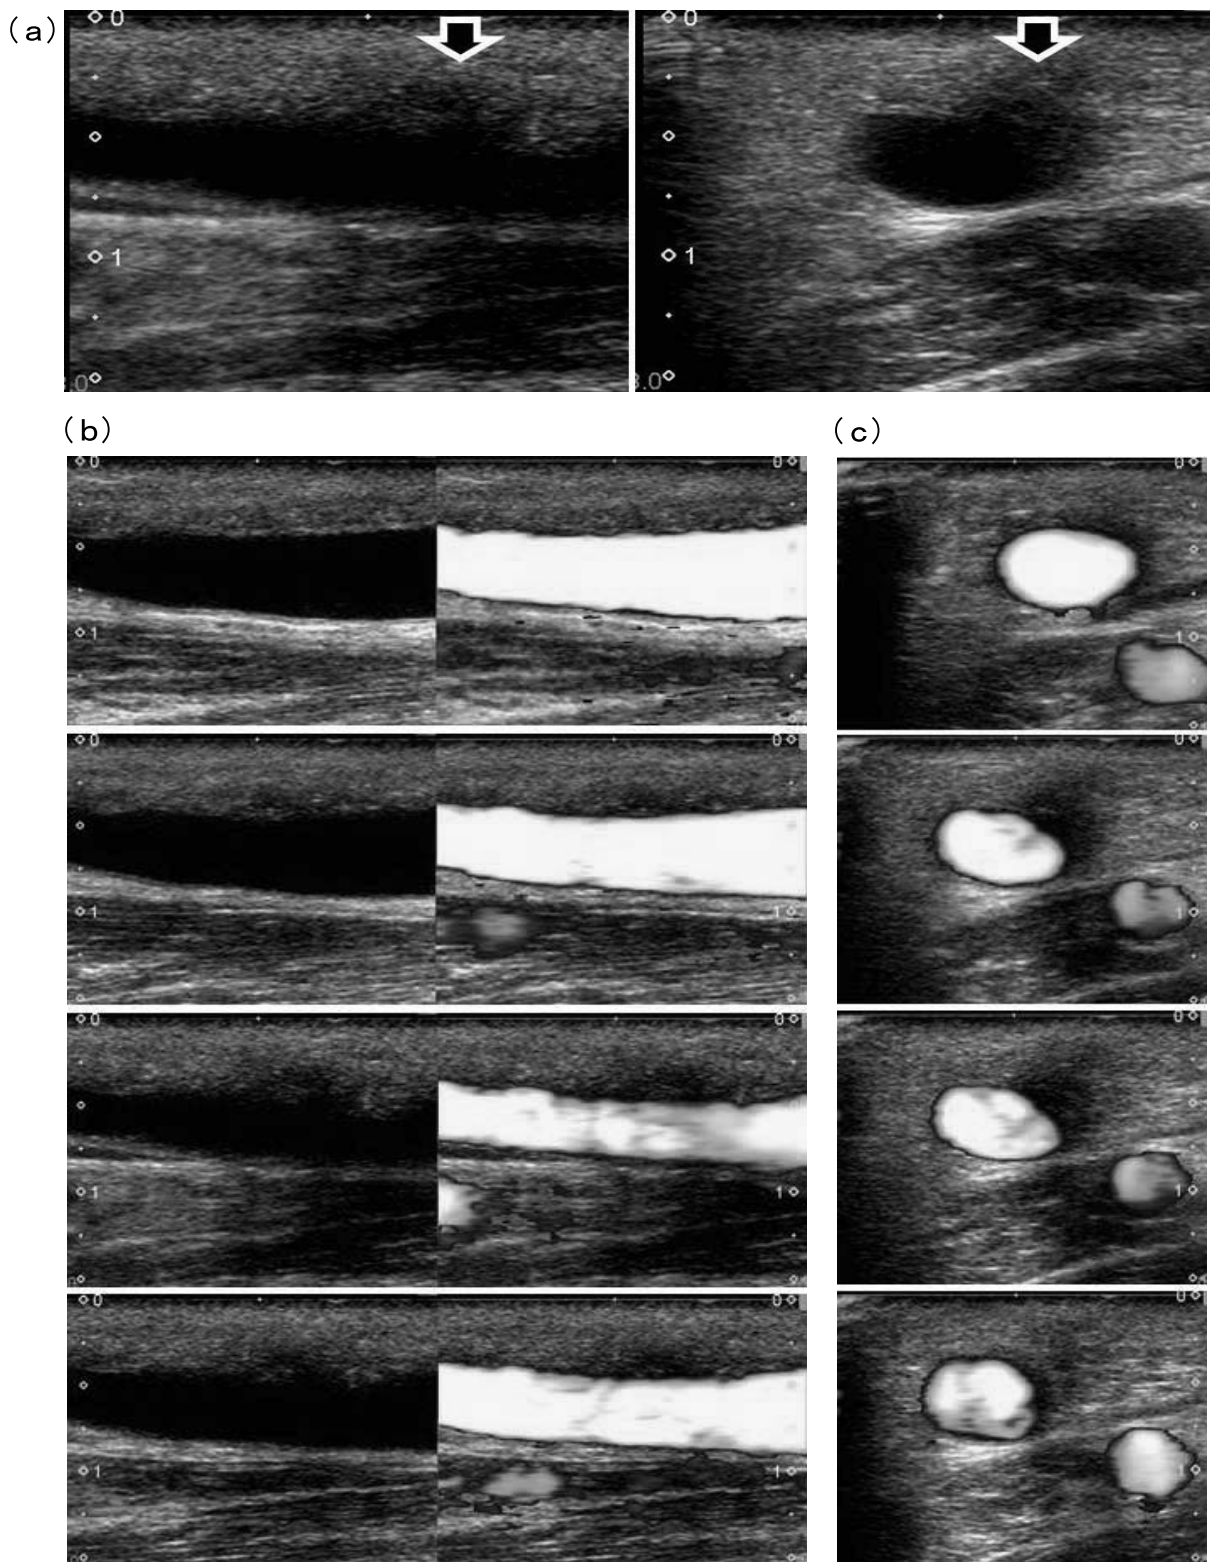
皮膚表面から触れるVAの中央部に穿刺しても刺入しにくい症例2のVA超音波断層像
